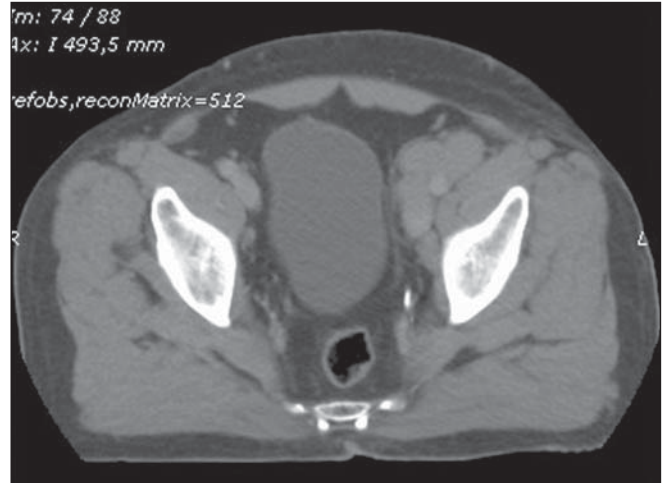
Tomografia da pelve demonstrando linfonodos coalescentes na cadeia ilíaca interna esquerda envolvendo estruturas vasculares.
